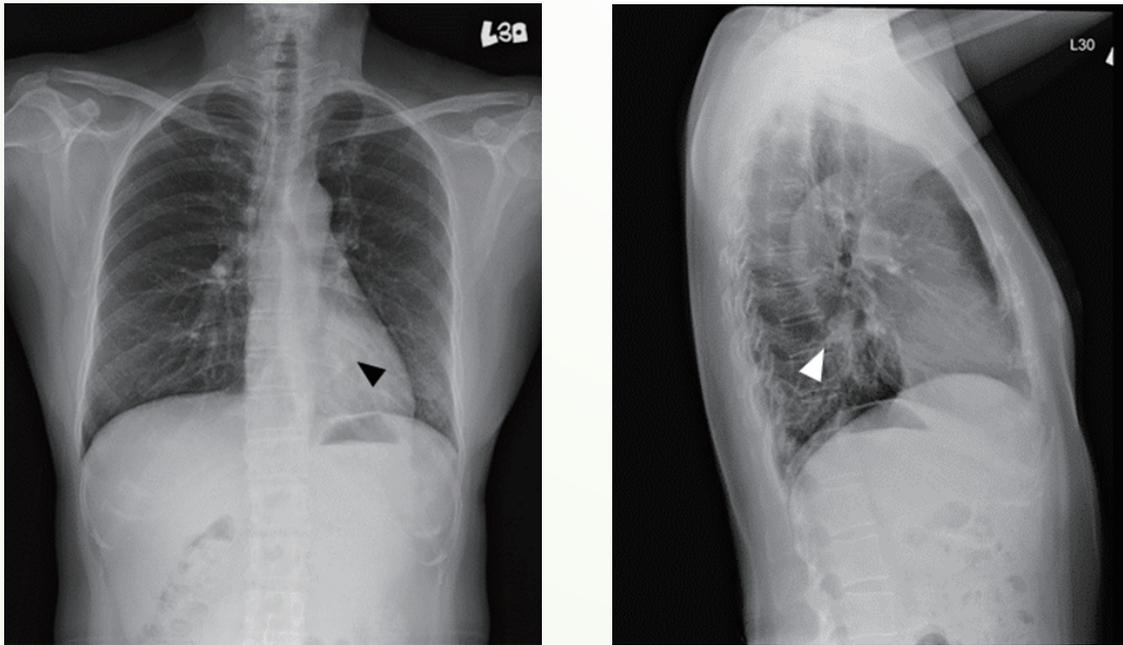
Chest plain film revealed a retrocardiac opacity in left lower lung (black and white arrowheads).
